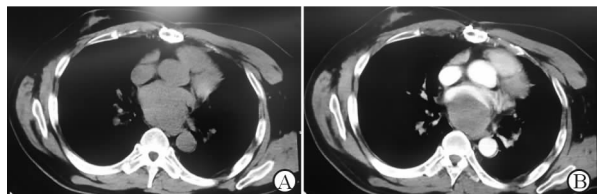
原发性心脏滑膜肉瘤典型病例的 CT 影像表现
